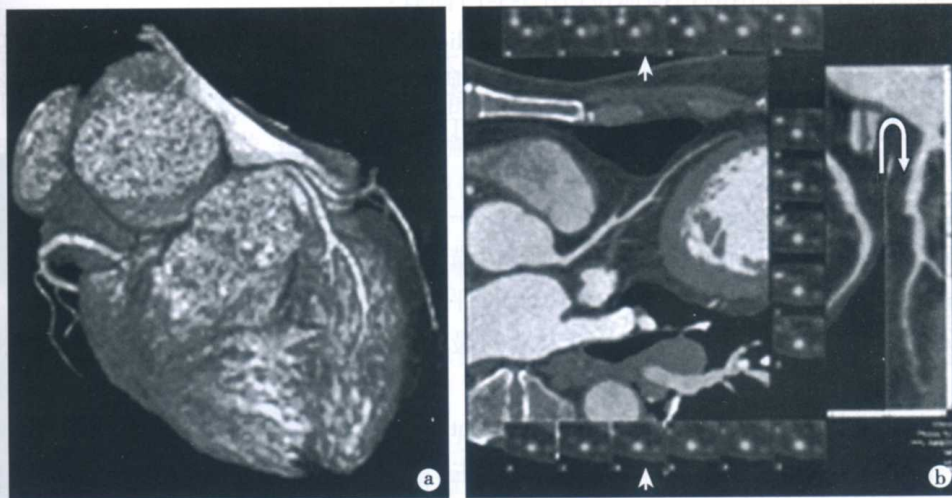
正常冠状动脉表现(CTA 检查)(见彩插)
